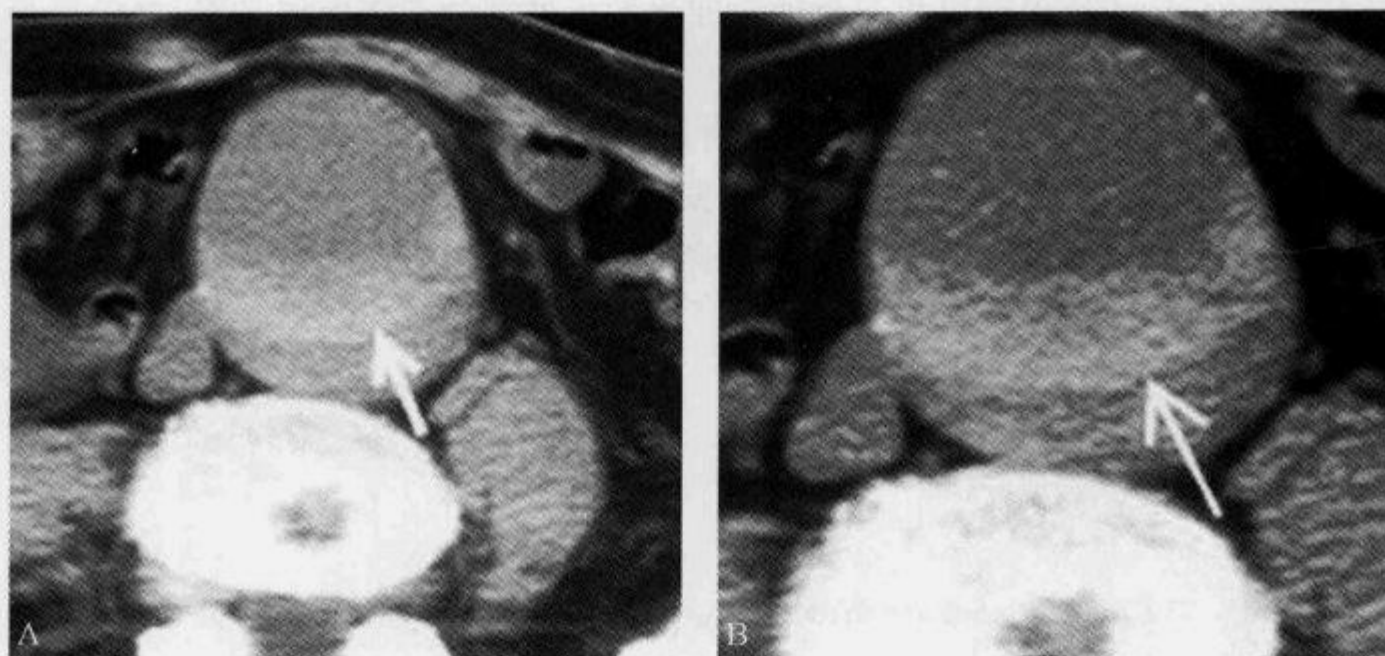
CT 平扫显示腹主动脉瘤后壁高密度“半月征”(箭)
